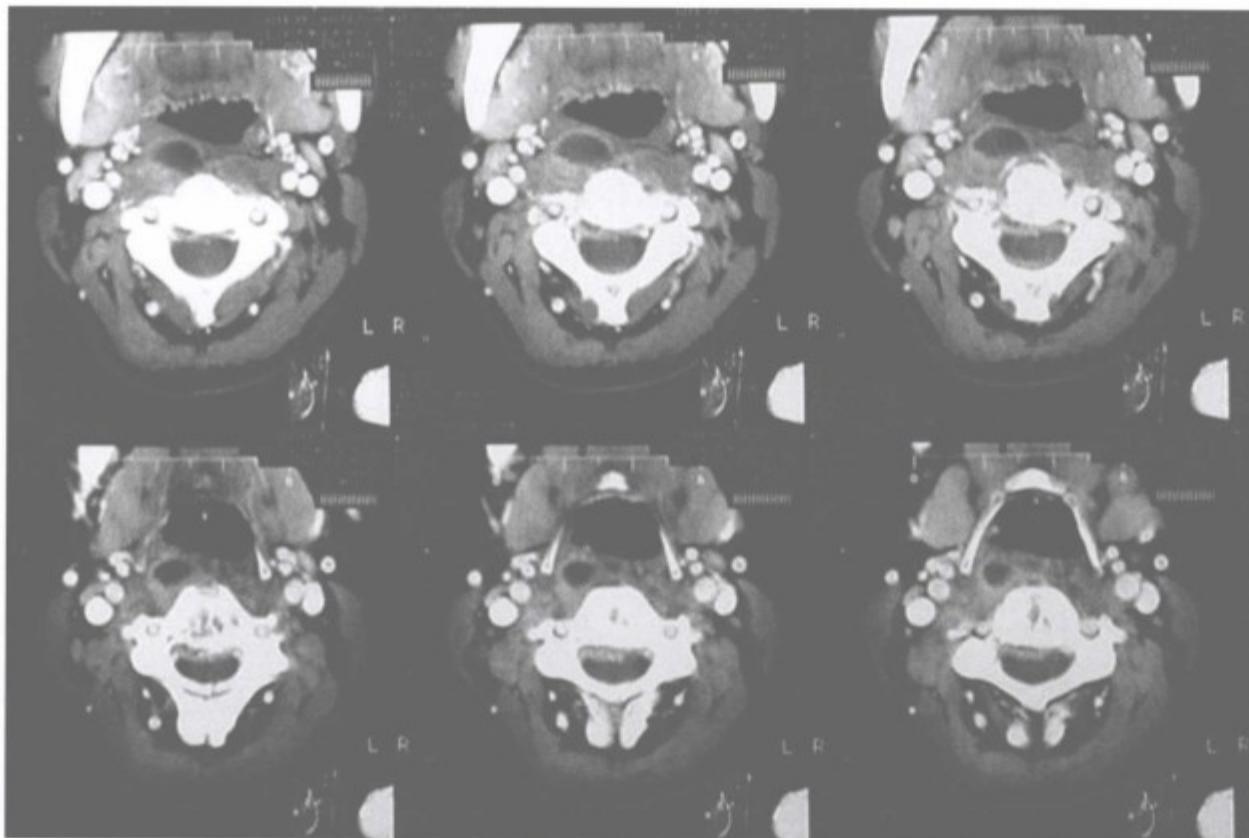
X线片及 CT 显示颈 3 椎体结核破坏
